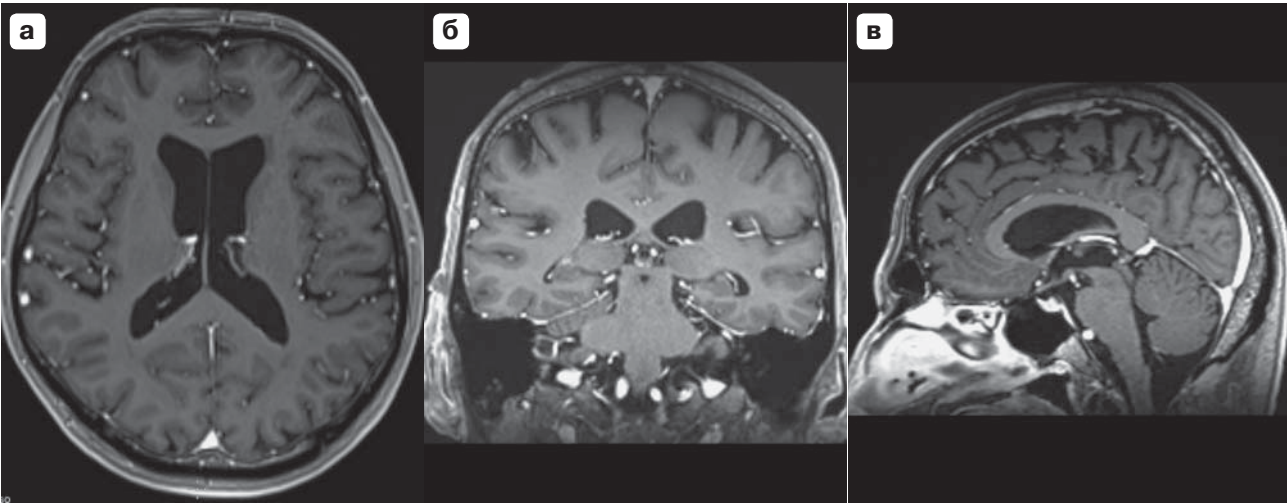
Пациент В., 1956 г.р., основная группа. МРТ головного мозга в режиме 3DT1 с контрастным усилением, с реконструкцией изображений в трех проекциях: а – аксиальная, б – фронтальная, в – сагиттальная. По данным обследования очагов патологического контрастирования не выявлено.
